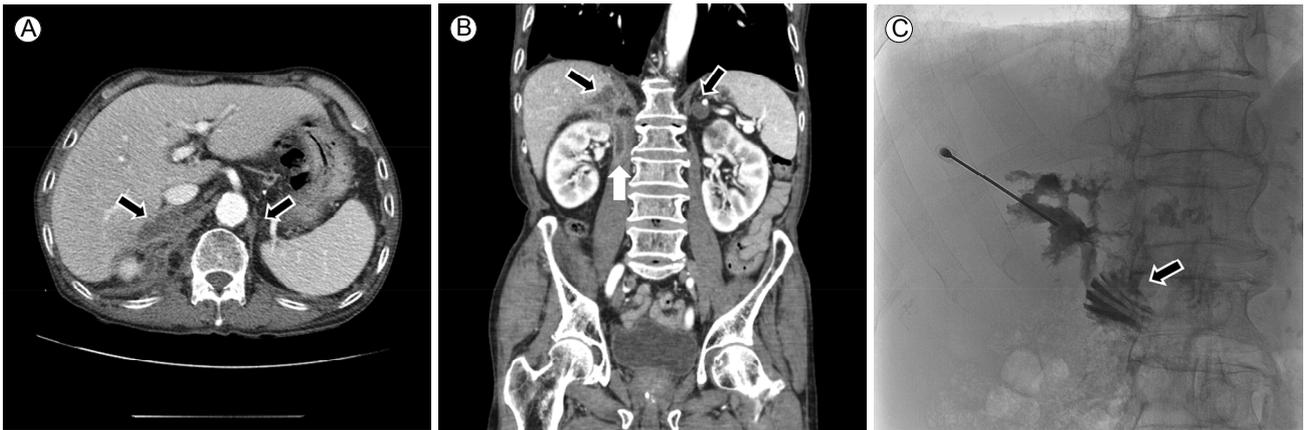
Adrenal CT scan (after 9 months of treatment). (A) The bilateral adrenal lesions had decreased in size (arrows). (B) The sizes of the adrenal glands were 4.1 × 2.1 cm (right) and 2.9 × 1.6 cm (left). A tuberculous abscess was seen in the right psoas muscle (arrows). (C) Interventional fluoroscopy during the needle aspiration. Contrast leaked into the duodenum (arrow). CT, computed tomography.
